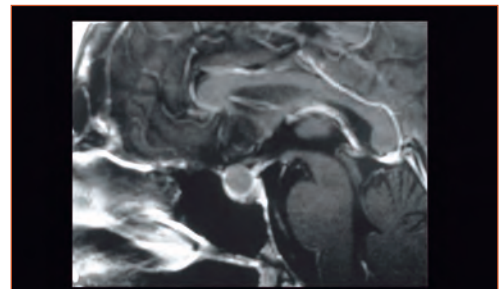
Quisto hipofisário da fenda de Rathke (RM).
